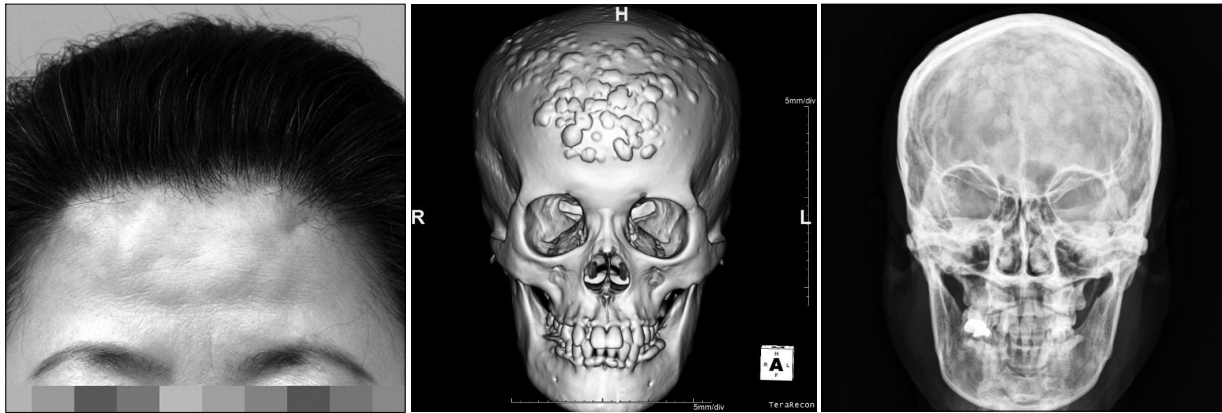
(Left) Preoperative photography of a 54-year-old female with multiple osteomas at forehead. (Center) Preoperative CT scan: Multiple osteomas in the frontal, parietal and occipital bone. (Right) Preoperative X-ray: multiple radiopaque lesions in bilateral frontoparietal skull. It is consistent with the numerous osteoma.
